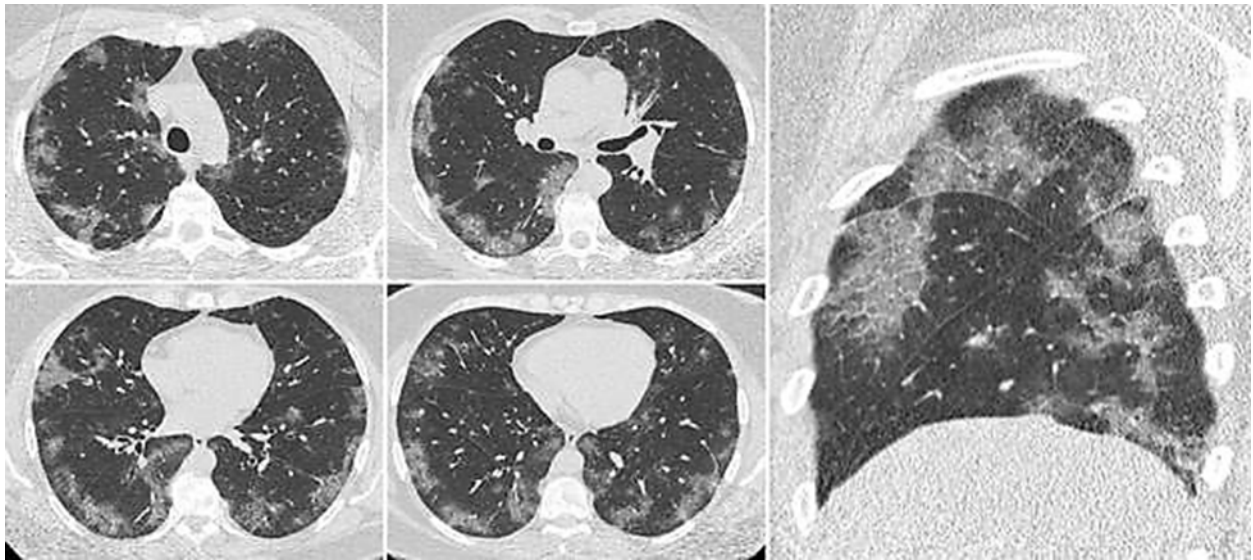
КТ ОГК в аксиальной и сагиттальной проекциях. COVID-19. Активная стадия коронавирусной инфекции — с двух сторон в легких, преимущественно субплеврально, имеются участки уплотнения по типу «матового стекла», на фоне которых выражено внутрилочковое утолщение интерстиция («шаловое мощение», «булыжная мостовая»)
